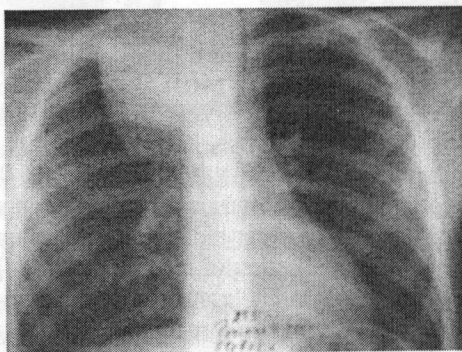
Radiografie toracică preoperatorie a pacientului P.
